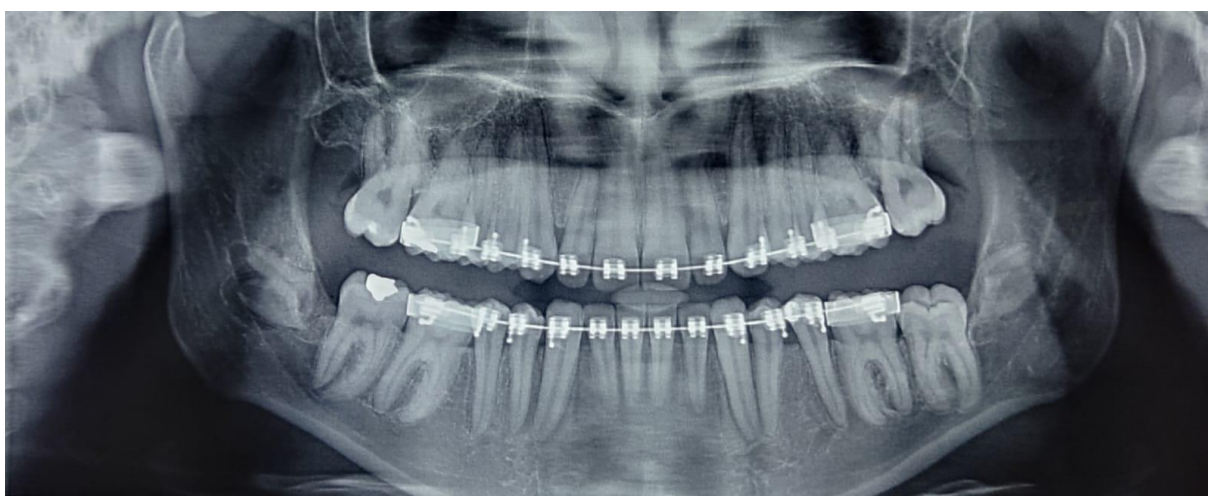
Radiografia panorâmica de 7 meses de acompanhamento pós-operatório.
